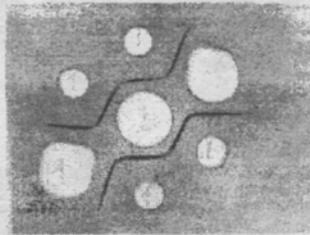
Иммунодиффузионный анализ анти-ПСА-антисывороток с стандартной тест-системой к ПСА («Dako»).
